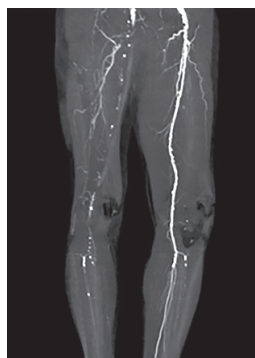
Компьютерно-томографическая ангиограмма пациента 1
